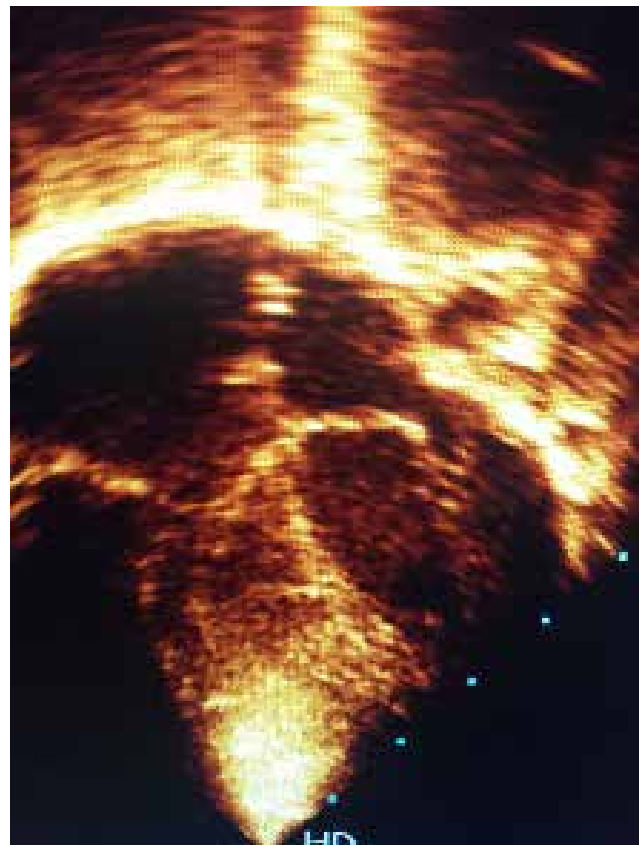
Ecocardiograma bidimensional 4C. post quirúrgico. Discusión
